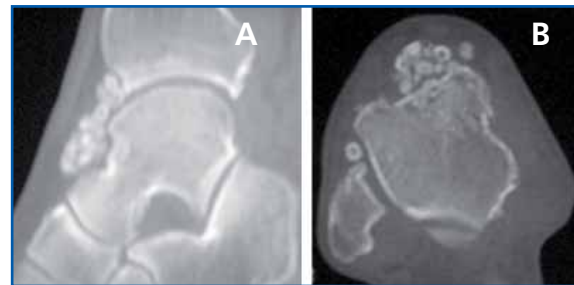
TAC: estudio de una articulación de tobillo con condromatosis sinovial. A: corte sagital; B: corte coronal.
